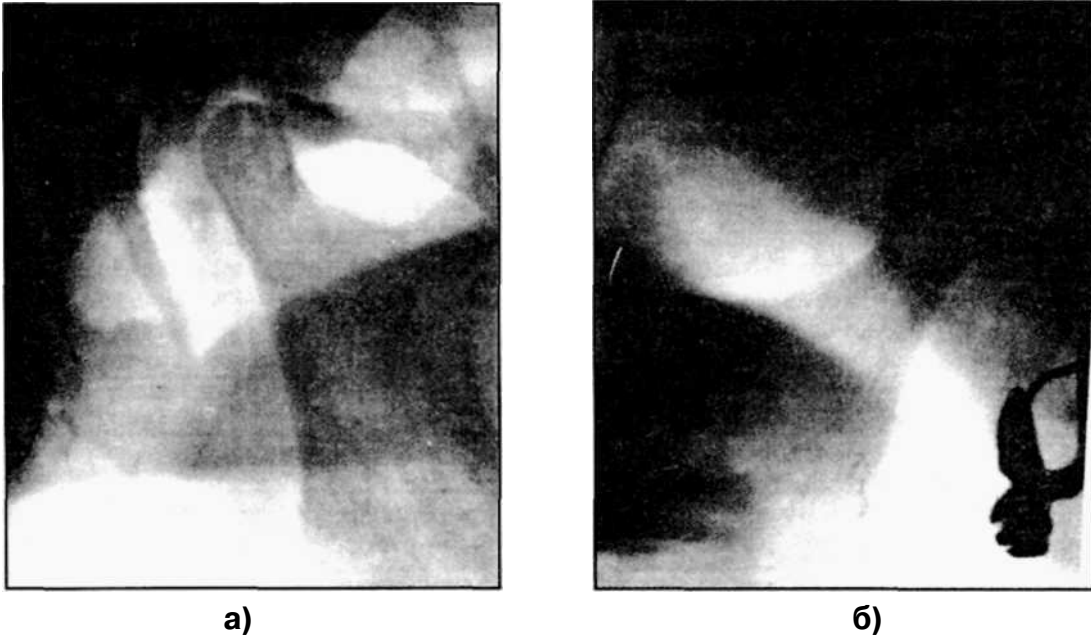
Рентгенограмма ВНЧС здорового человека (а) и больного с острым артритом (б). Костных изменений нет.
